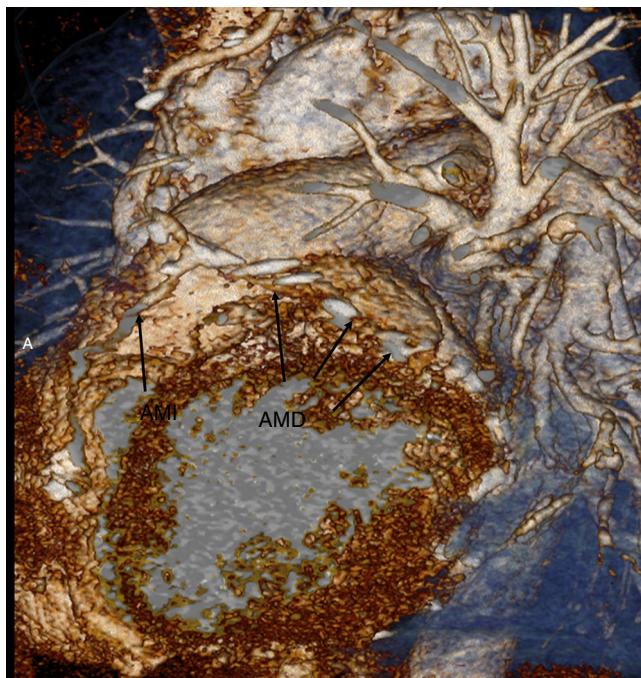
Tomografía multicorte contrastada donde se observa la permeabilidad de ambas arterias mamarias y la aorta de porcelana.
